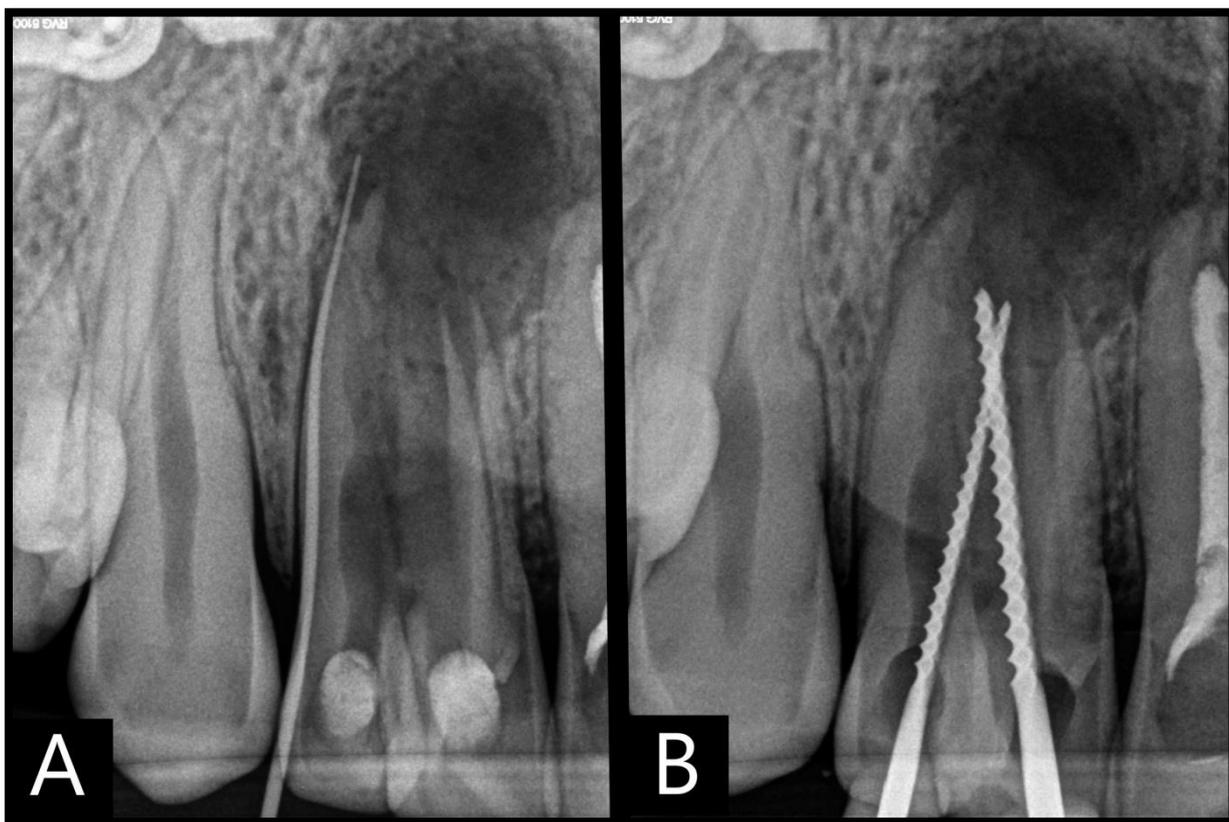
A. Mapeamento da fístula com cone de gutta percha calibre 25. B. Radiografia periapical demonstrando que as limas se encontram, confirmando a presença de um canal único.
